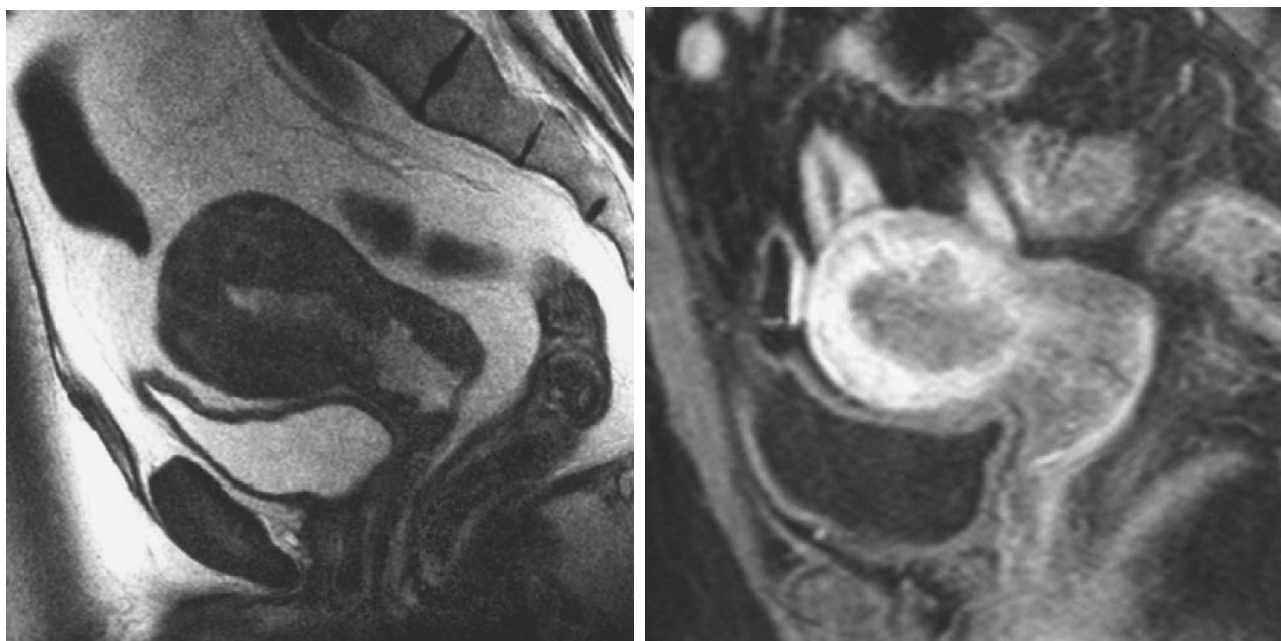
RMN, CE precoz (zona ecogénica blanca). El tumor incluye el endometrio, sin invadir el miometrio en profundidad. RMN, CE (zona ecogénica blanca) que invade la mitad externa del miometrio<sup>32</sup>.
